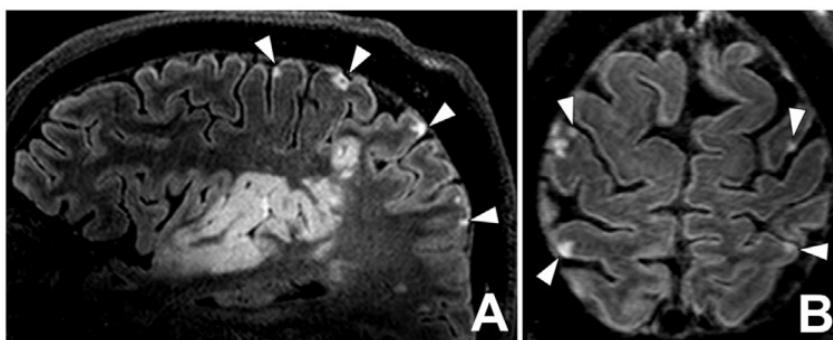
Microinfarti corticali. Immagini ottenute con la tecnica 3D-FLAIR. A) ricostruzione sagittale. B) ricostruzione assiale. Le frecce indicano multiple iperintensità che sono compatibili con microinfarti corticali. Si noti anche un importante ictus ischemico, particolarmente evidente nella figura A.
